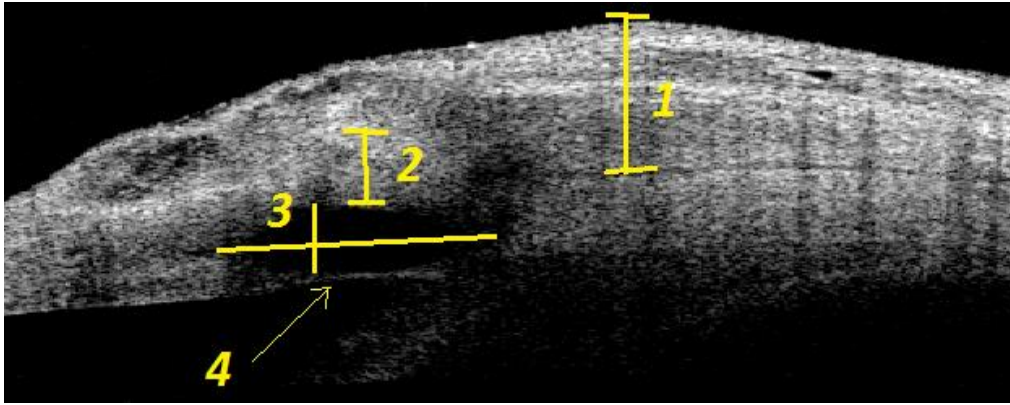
Картина оптической когерентной томографии зоны НГСЭ.
